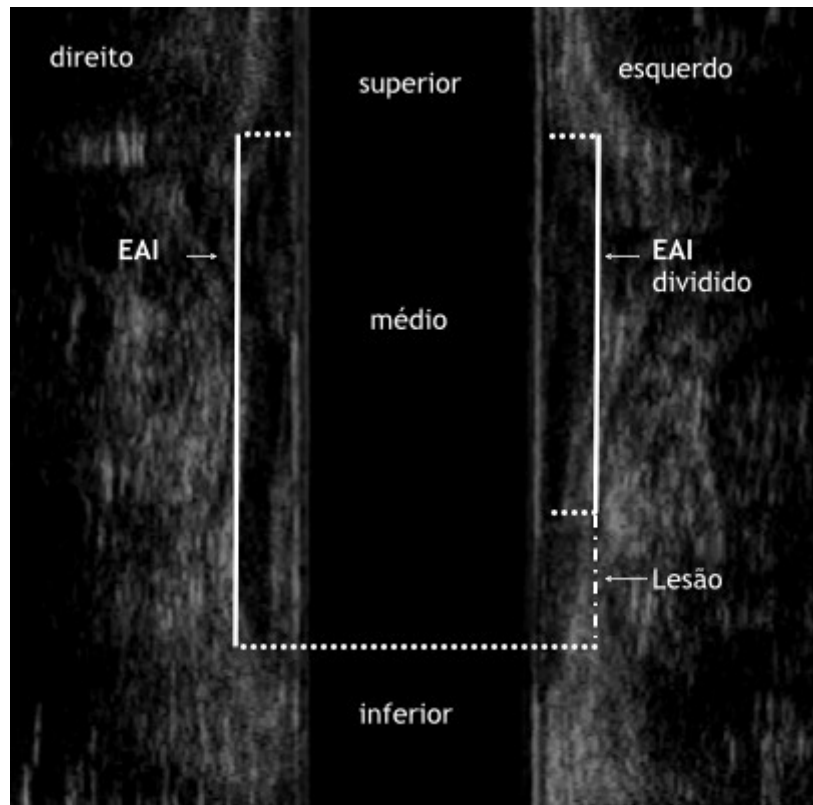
Medições das extensões do canal anal por ultrassonografia tridimensional anal (plano sagital)
